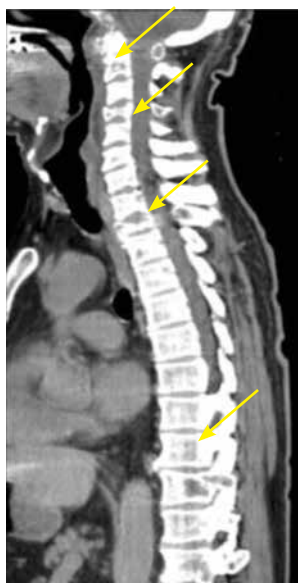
Компьютерная томограмма шейного и грудного отделов позвоночника (от 29.09.2017): метастазы в позвонках (стрелки)
